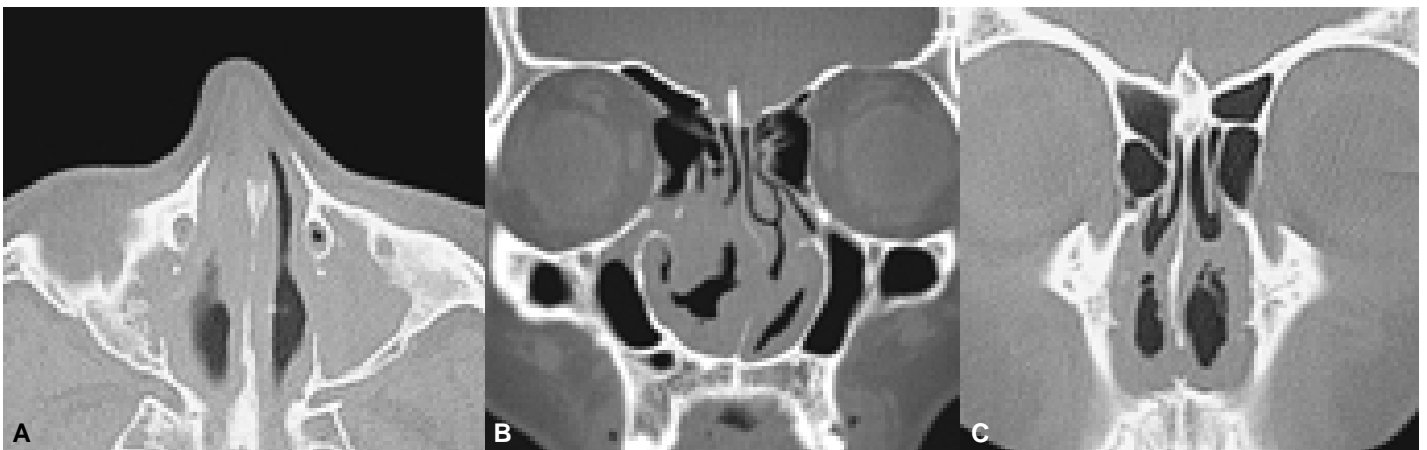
TC. A y B) Engrosamiento mucoso irregular de las paredes y del septum nasales en las áreas II y IV con obstrucción concéntrica, sin destrucción ósea, indistinguible de LNH, causado por escleroma respiratorio. C) Por esclerodermia.
